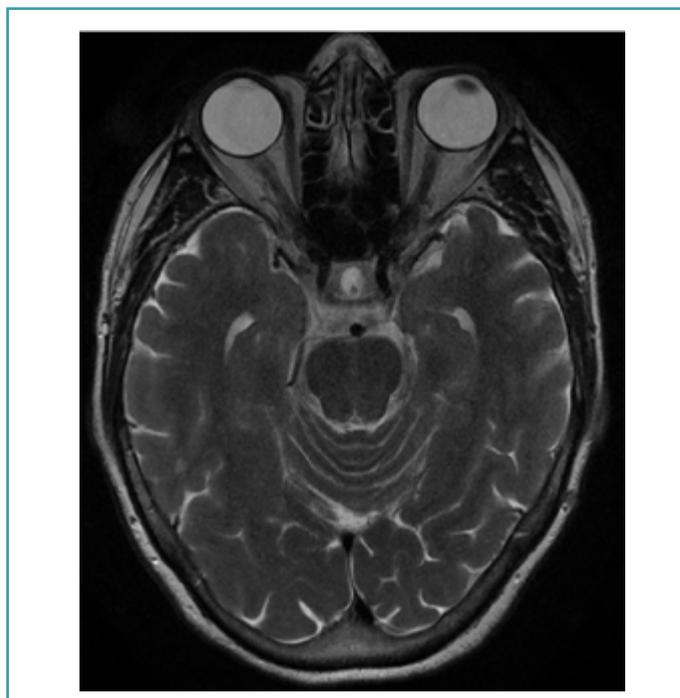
RM cerebral (Septiembre 2017).
